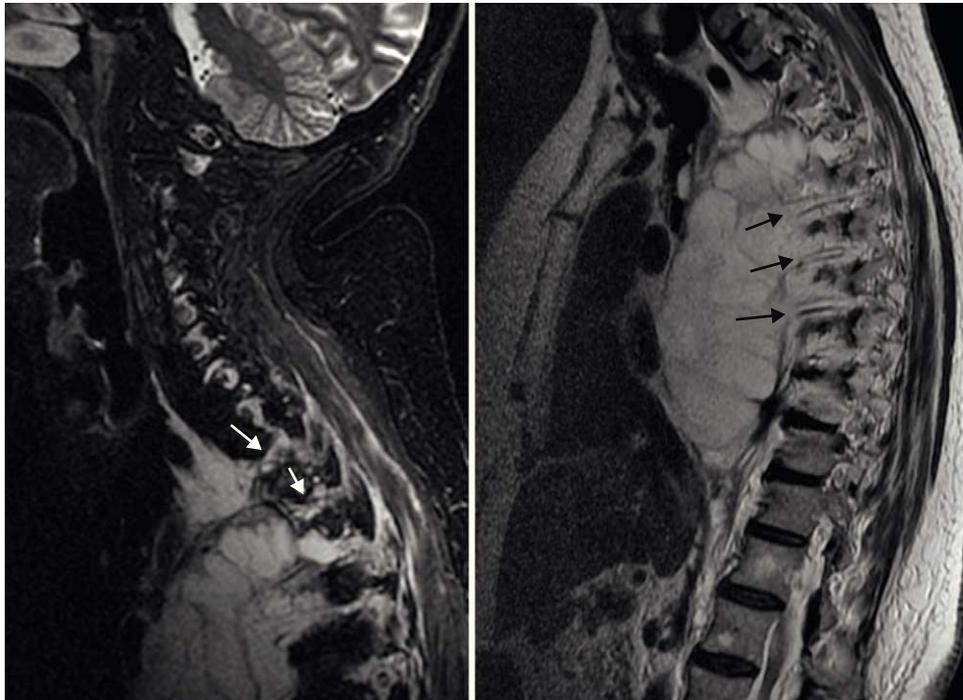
RM de columna cervicodorsal (sagital STIR y T2). RM de columna cervicodorsal en la que se observa lesión voluminosa hiperintensa en T2 y STIR, ocupando la mayor parte del hemitórax derecho que presenta continuidad a través de los forámenes neurales hacia el espacio epidural posterior (flechas).
